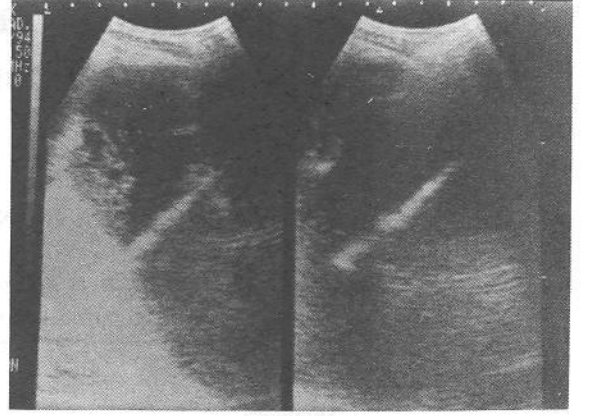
Birinci olguda, (b) ikinci olguda pankreatik psödokistlerin tanı konulduğunda ultrasonografik görünümleri.
